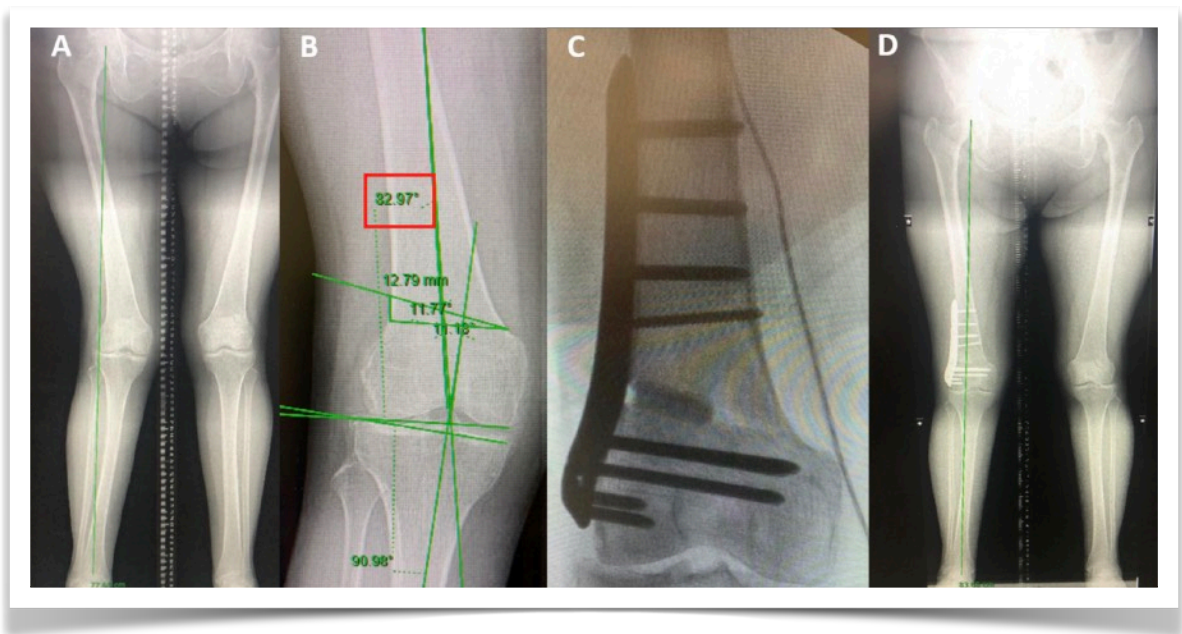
Se muestra imágenes de caso clínico 4, corresponde a un paciente que presenta valgo asimétrico en la extremidad inferior derecha, que se evidencia por la línea de Mikulicz pasando lateral a la rodilla (A). El ángulo femoral distal lateral derecho es de 83° (cuadrado rojo en B). Ese realizó una osteotomía de apertura de fémur distal (C), la telerradiografía de control al mes de la cirugía muestra la corrección obtenida (D).
